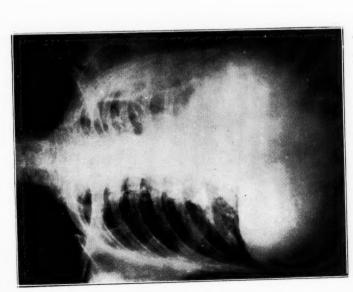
obs. III. Radiographie prise avant la thoracoplastie.
